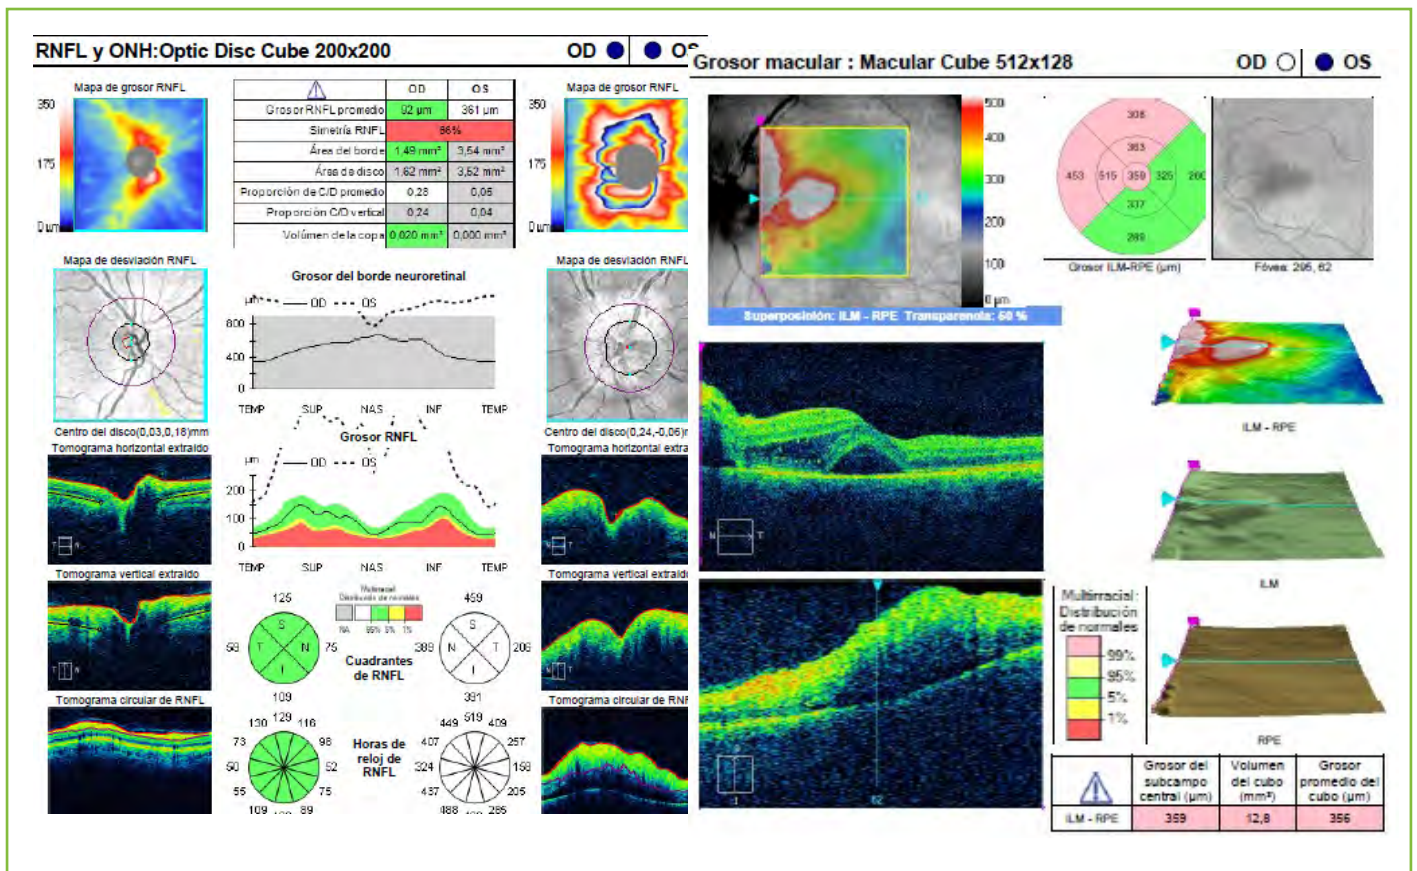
Tomografía de coherencia óptica (OCT) papilar (izquierda) y macular (derecha) inicial. Se aprecia aumento del grosor capa de fibras peripapilares en el ojo izquierdo. La OCT macular revela afectación del haz papilomacular izquierdo y desprendimiento seroso subfoveal y del epitelio pigmentario de la retina.
